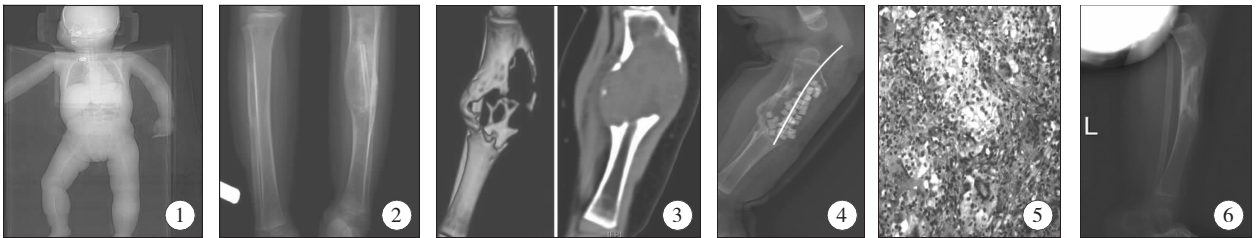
全身 PET-CT 检查; 图 2 左侧胫骨中上段见片状软组织密度影, 部分软组织肿块突入周围软组织; 图 3 左胫骨中上段见片状融合性破坏区; 图 4 术后 X 线片病变边缘骨质未见硬化。破坏区内见团片状软组织密度影, 部分软组织肿块突入周围软组织, CT 值为 39.4 HU; 图 5 HE 染色 X200 见主要为组织样细胞, 少数肥硕, 有小核仁, 其间有较均匀分布的多核巨细胞 (杜顿细胞), 有小片泡沫细胞, 无明显的嗜伊红白细胞或其他白细胞。
